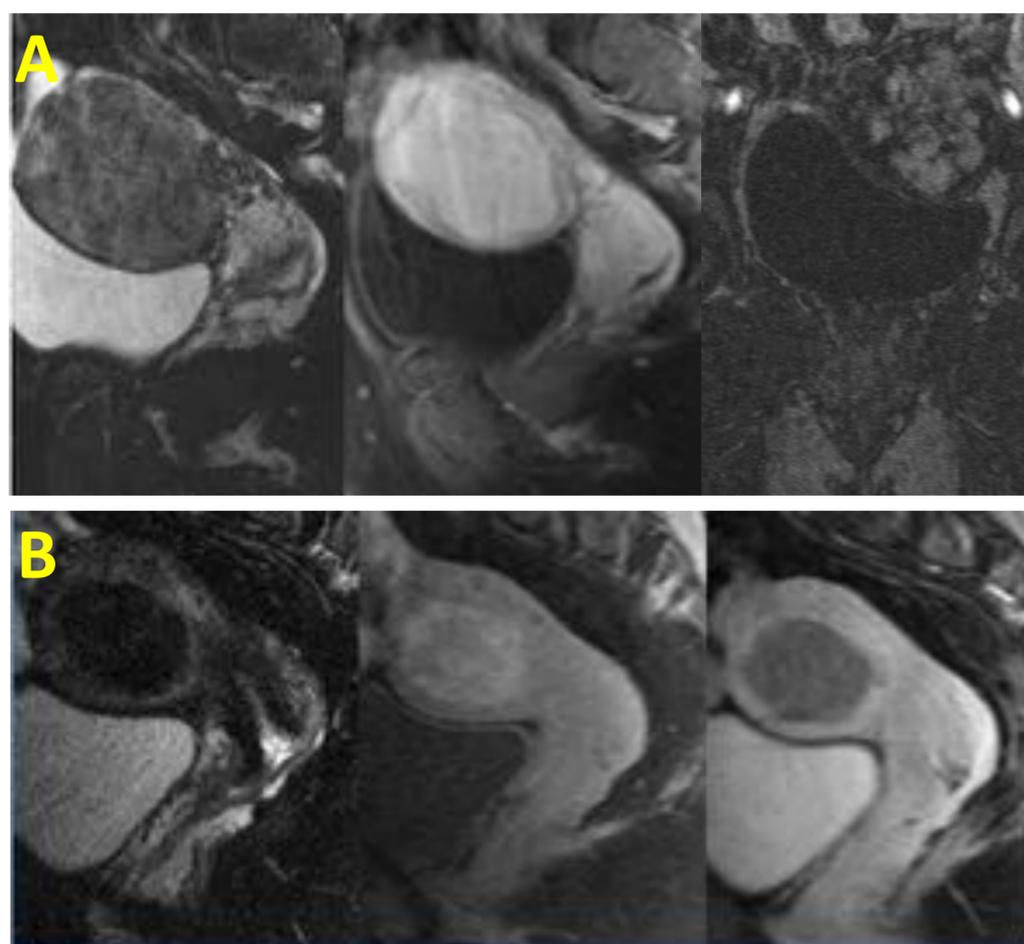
Imágenes de RM pre y post EAU que demuestras tratamiento exitoso , dichos hallazgos coinciden con los resultados de la ecografía pre y post EAU (ver imagen anterior).
